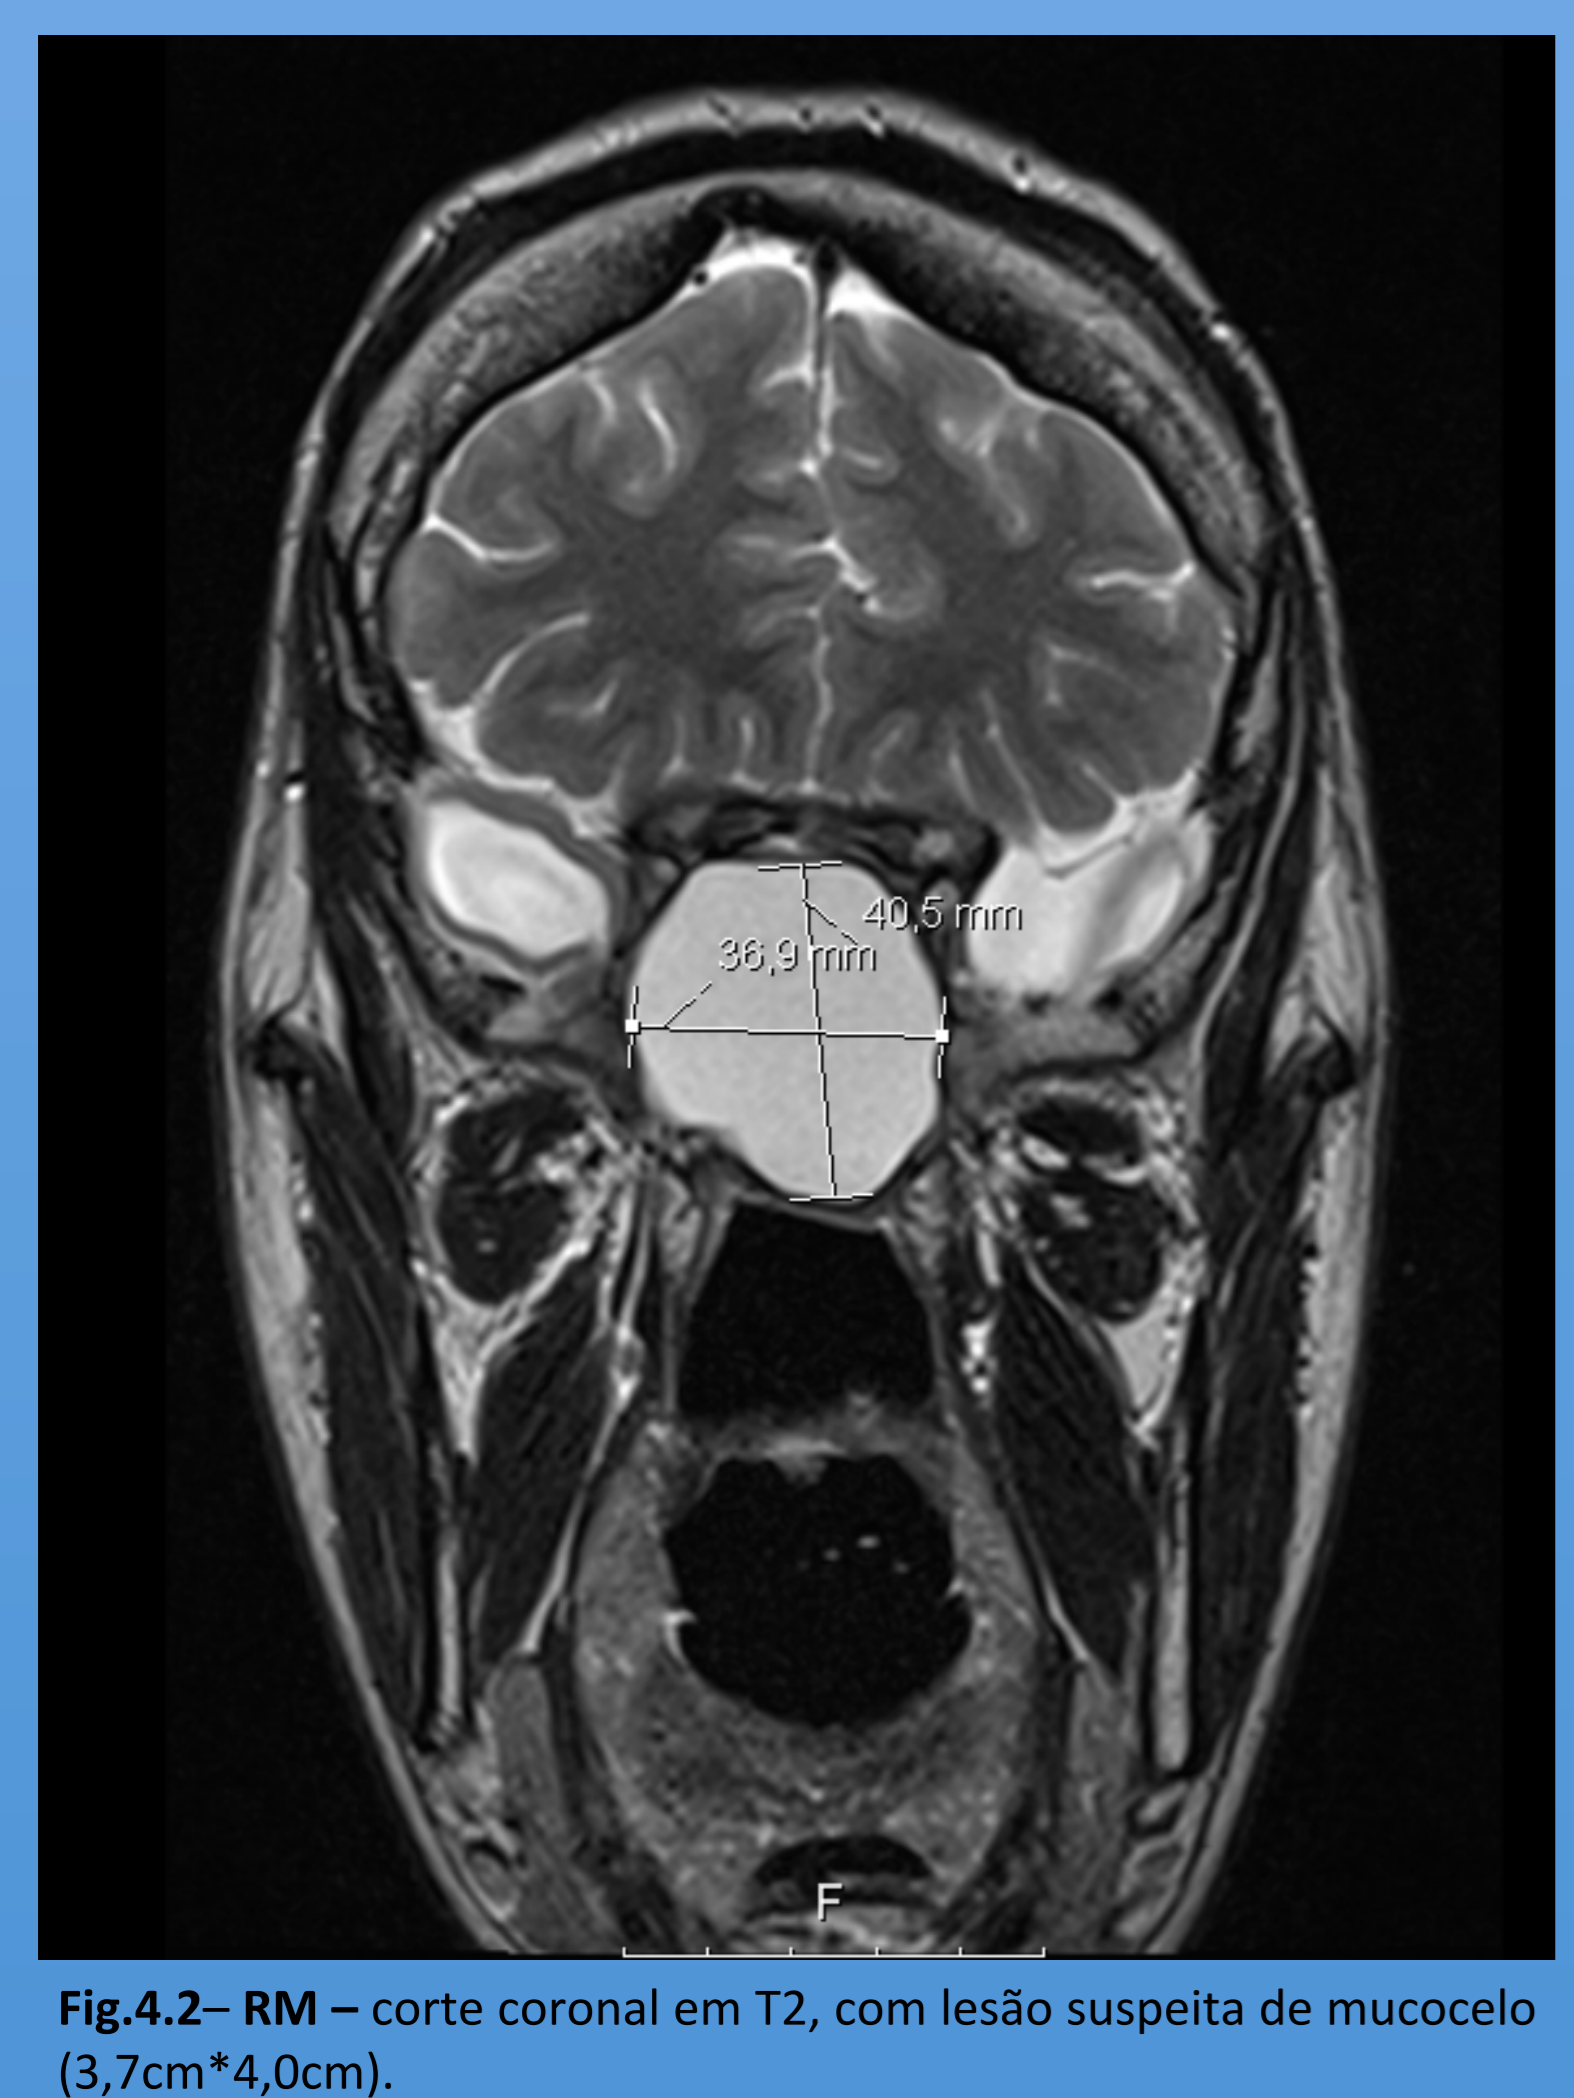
RM - corte coronal em T2, com lesão suspeita de mucocelo (3,7cm*4,0cm).
